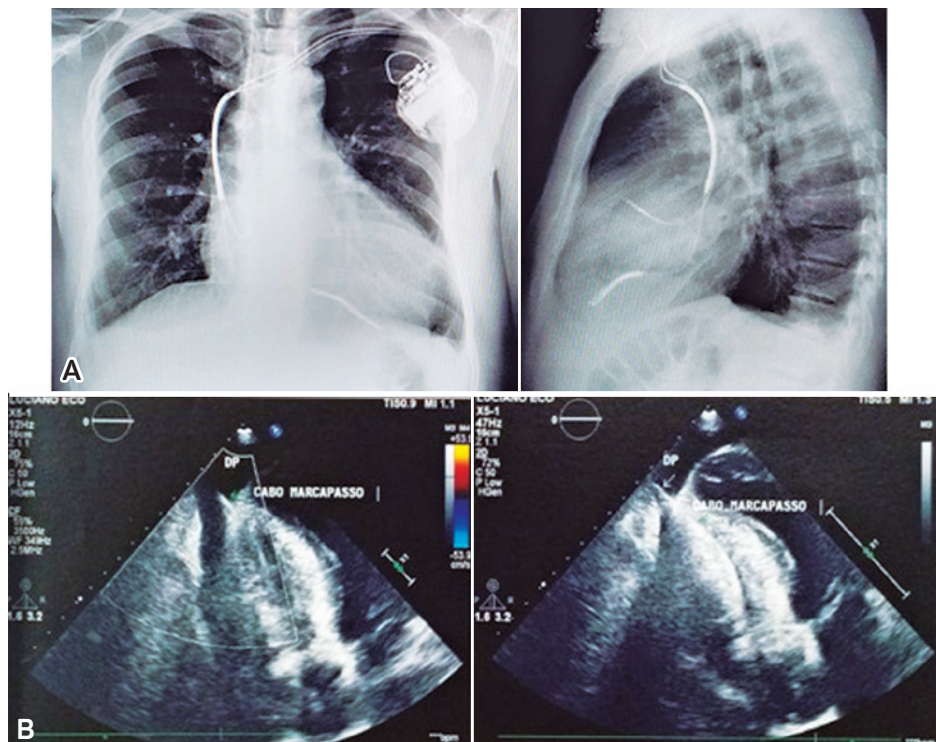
Radiografia de tórax (A) e ecocardiografia transtorácica (B) no quinto dia de pós-operatório.
